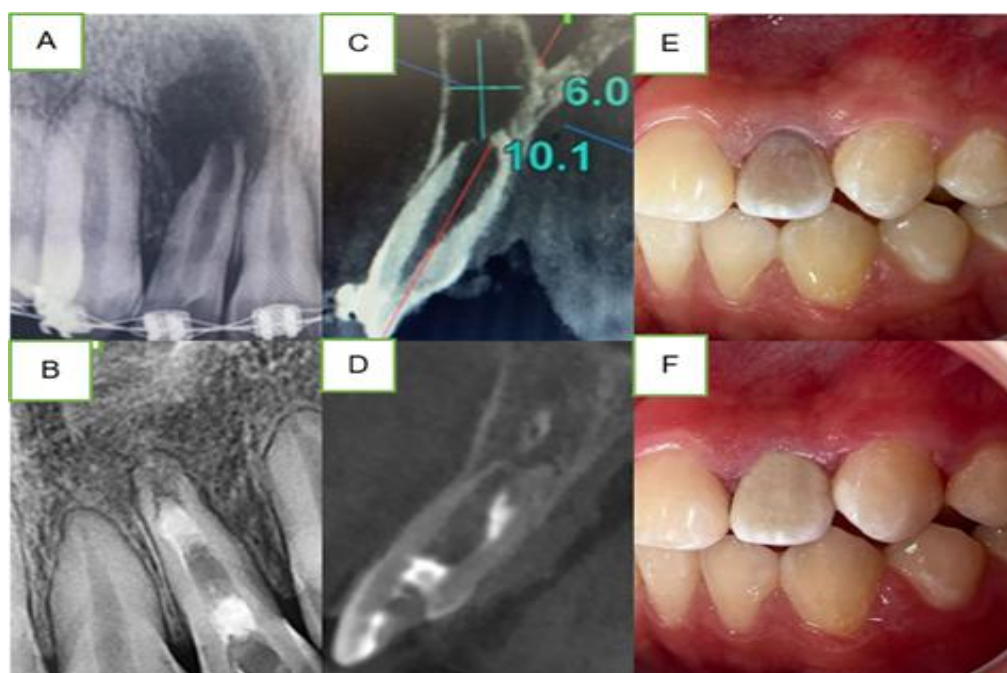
Imagen comparativa de abordaje inicial y final (A) radiografía periapical inicial. (B) radiografía periapical final. (C) tomografía corte sagital, ápice abierto inicial. (D) tomografía, corte sagital, ápice abierto final. (E) fotografía intraoral pieza 22 coloración inicial. (F) fotografía intraoral pieza 22 coloración final.
